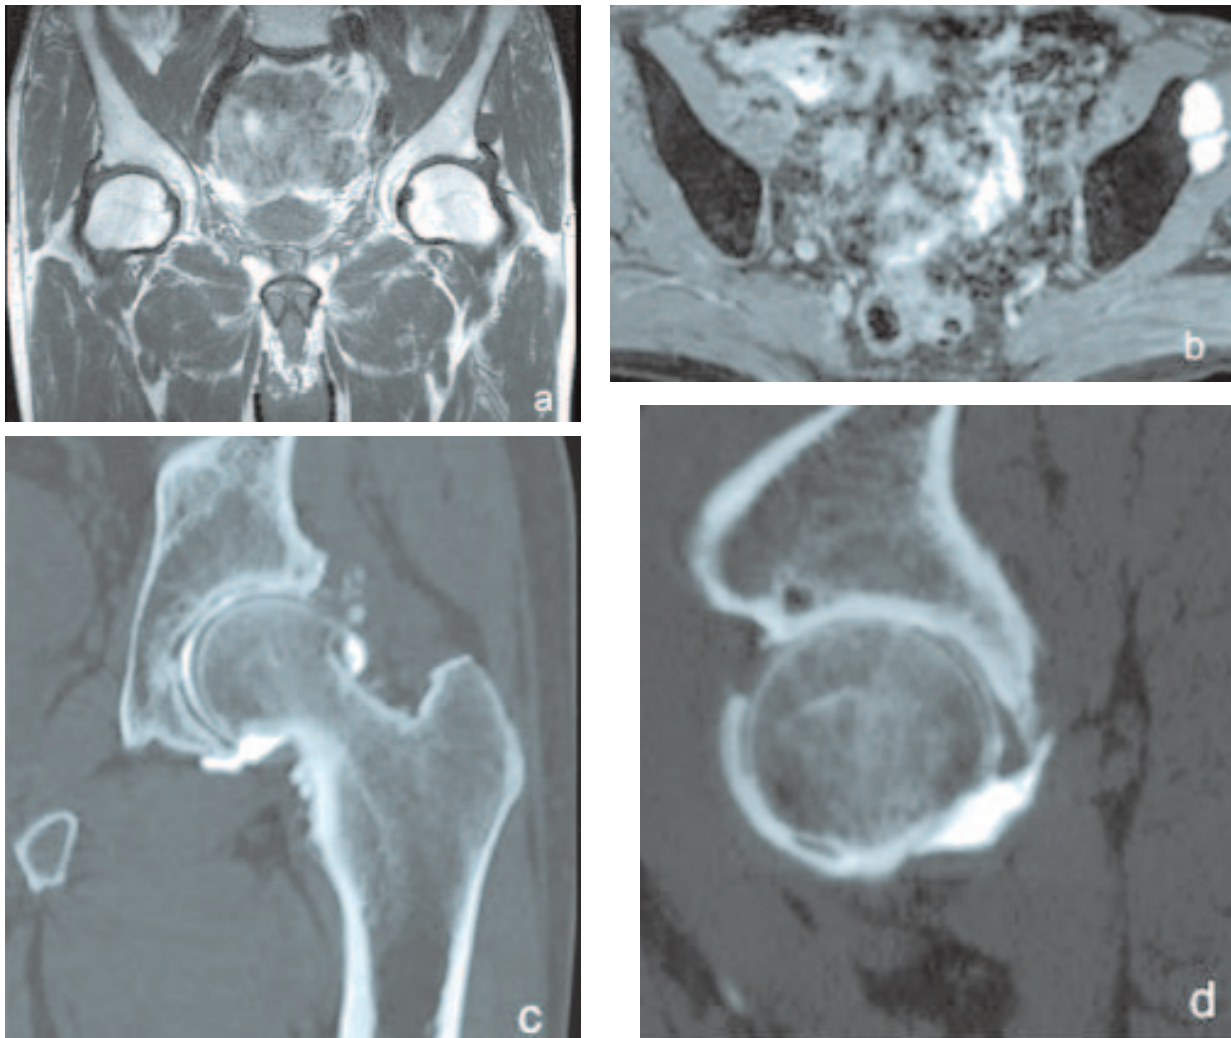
Kyste para-acétabulaire développé aux dépens de l'articulation coxofémorale gauche, à la faveur d'une fissure du labrum. Le kyste apparaît en signal intermédiaire T1 (a) et très net hypersignal T2 (b). L'arthro-TDM (c, d) met en évidence l'importance de l'atteinte cartilagineuse associée, non visible sur les séquences IRM standard réalisées.
